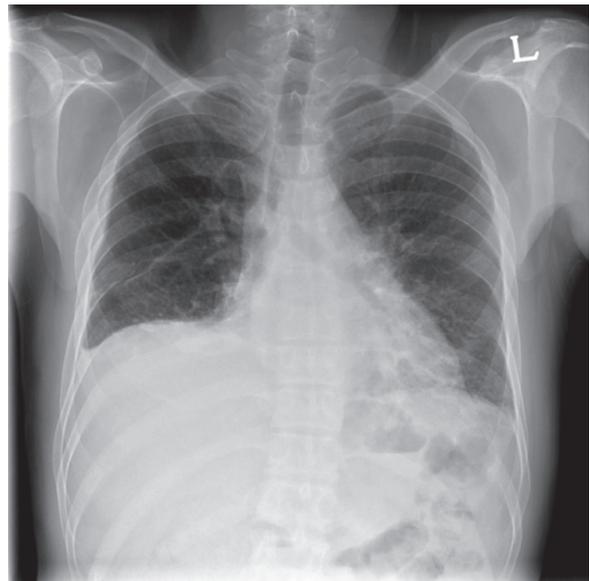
Simple chest X-ray showing right costophrenic angle blunting and ground glass opacity on left lower lung field.
